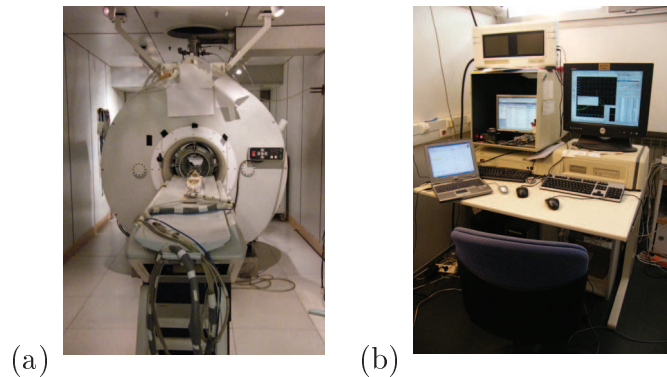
(a) Système RMN 4 teslas de l'AIM (b) Salle de pilotage de l'imageur 4T
